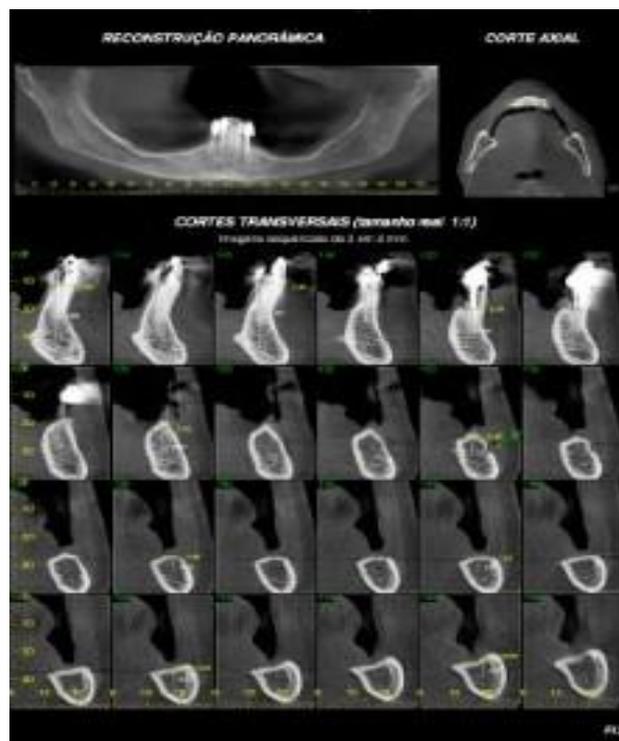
tomografia da mandíbula.
